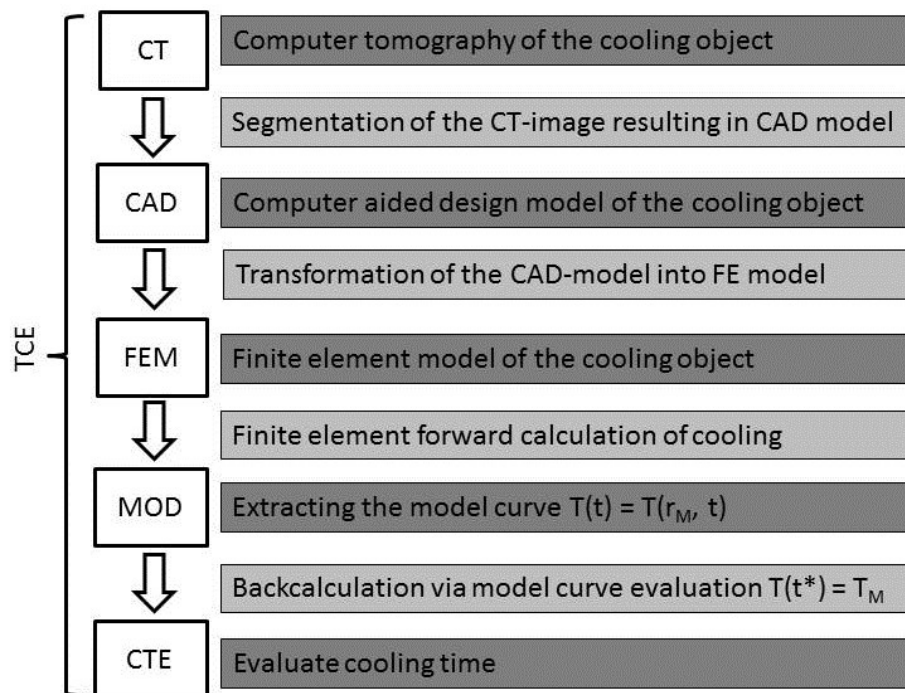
Systemkette zur Berechnung der Abkühlungskurve aus CT-Daten für Phantome² aus Schenkl et al. (2017).
